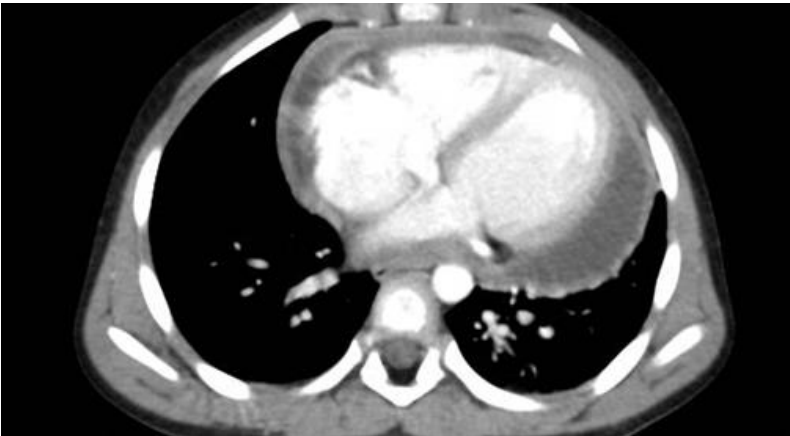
Tomografia de tórax realizada no retorno do paciente em uma semana da alta hospitalar demonstrando aumento do derrame pericárdio, derrame laudado como moderado. O que levou a reinternação do doente e programação de pulsoterapia.
